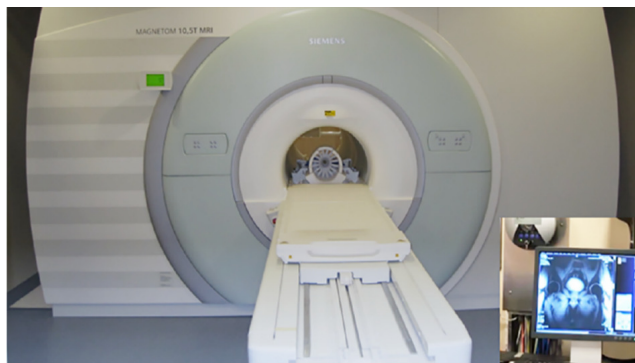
Внешний вид МРТ-сканера в университете Миннесоты (Центр исследований магнитного резонанса), на котором в декабре 2018 г. успешно провели первое сканирование с помощью 10,5-Тл магнита для визуализации всего тела [97]
